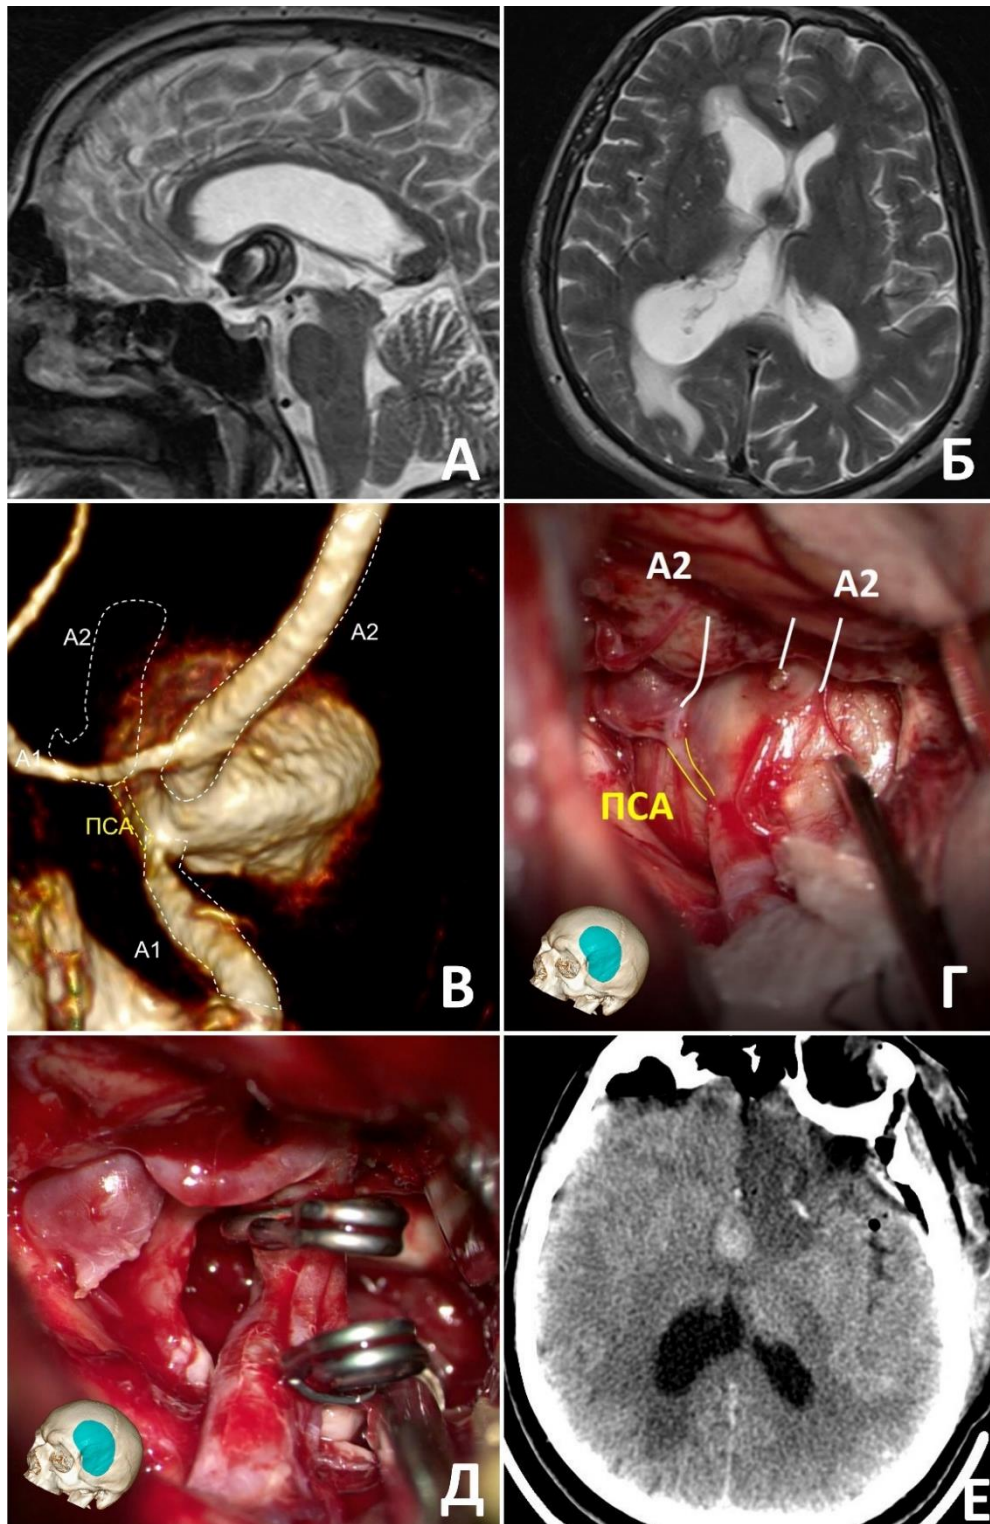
Клипирование гигантской частично тромбированной аневризмы заднего расположения. А, Б – МРТ головного мозга в T2 режиме, сагиттальный (А) и аксиальный (Б) срезы; В – 3Д-ротационная ЦАГ, левый каротидный бассейн, перетока по ПСА нет; Г – интраоперационное фото, ПСА не функционирует на фоне компрессии аневризмой; Д – тромбэктомия и клипирование аневризмы; Е – КТ на 1 сутки после операции.
